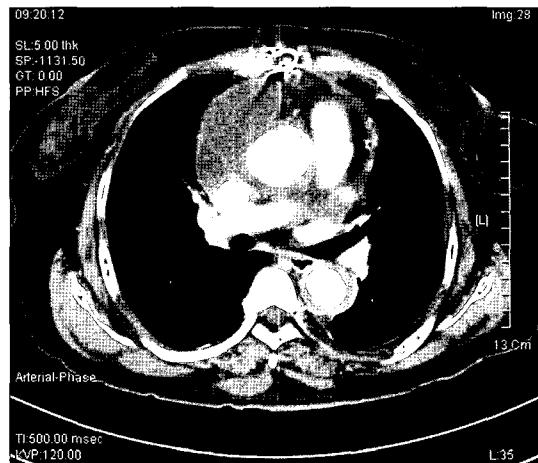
Postoperative computed tomogram shows the thrombosed false lumen of the descending aorta. the false lumen of the aortic arch to the abdominal aorta was almost completely thrombosed in the enhanced CT taken on the 14th day after the operation.
